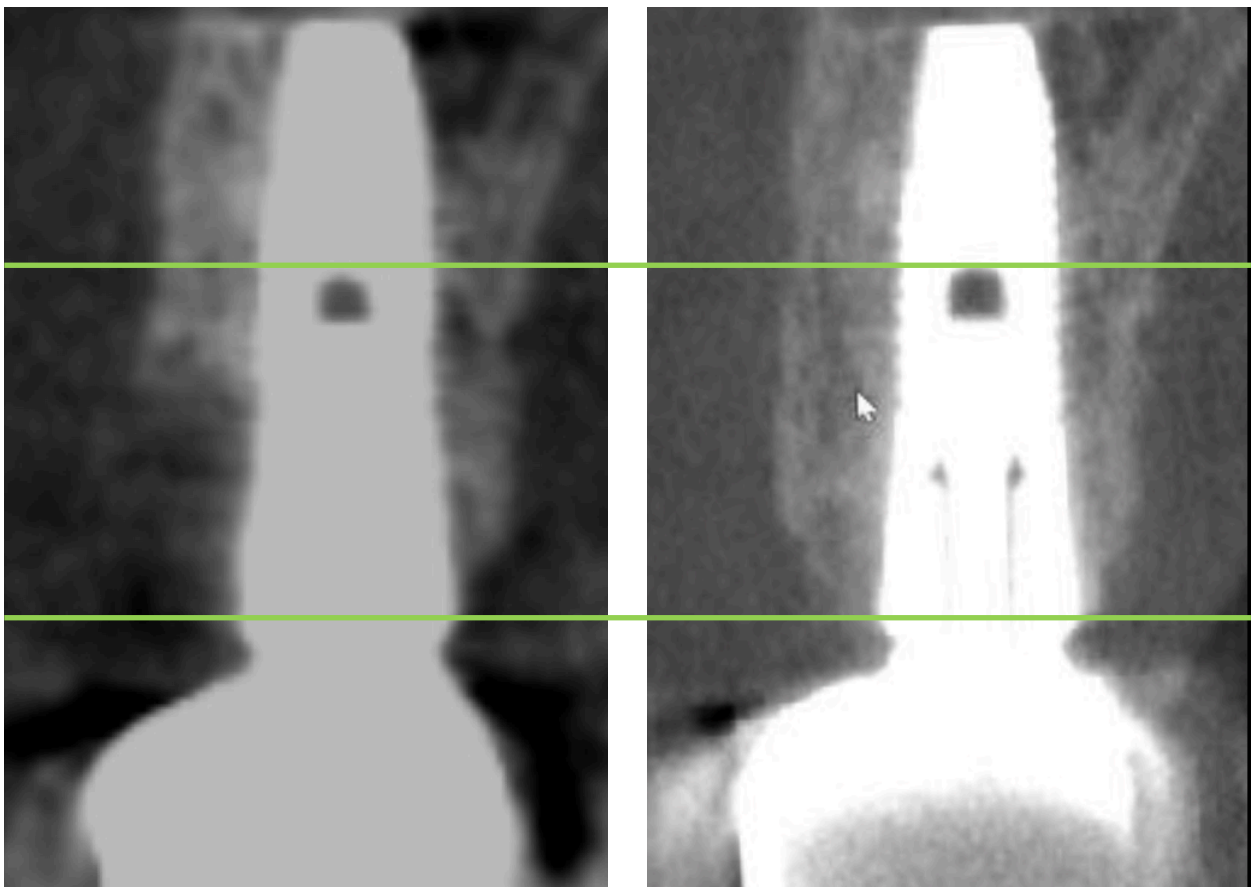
Digitale Volumetomographie eines Implantats regio 15 (präoperativ und 3 Jahre postoperativ) mit deutlich erkennbarer Regeneration des bukkalen Knochendefektes bis zum Niveau der Implantatschulter
